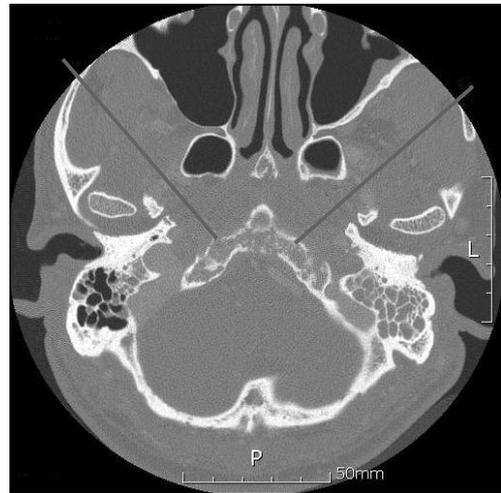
Temporal bone CT shows diffuse irregular osteolytic lesion with cortex erosion involving the clivus and occipital bone.
